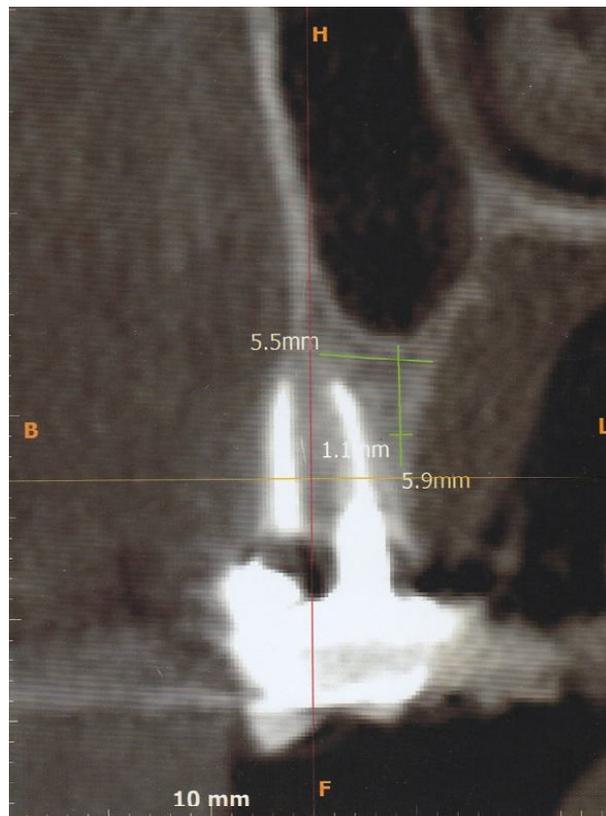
Tomografia Computadorizada pré-operatória (Região 14).
